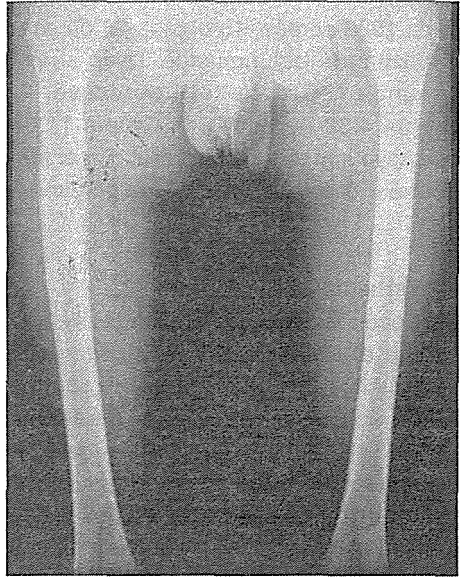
2 D 8 yaşında İlk kırık grafisi.
